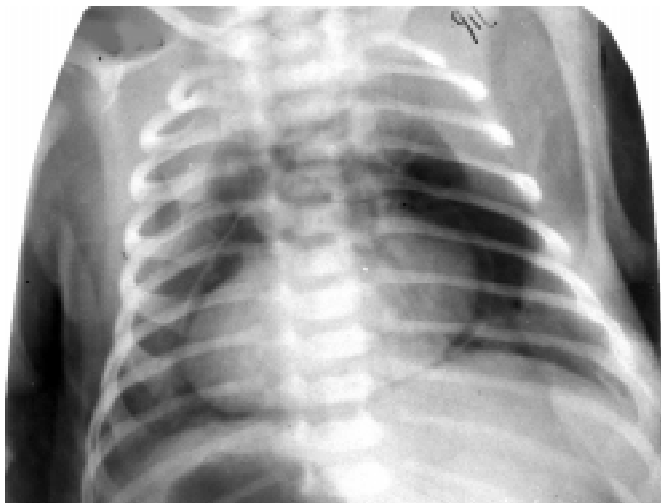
Хворий Т., 13 дб. Рентгенологічна картина пневмоперикарду
